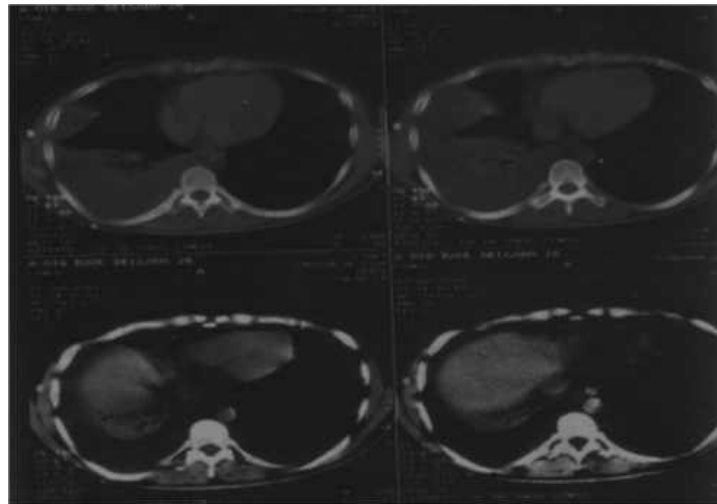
Hematoma pulmonar subyacente y derrame pleural detectados en tomografía axial computadorizada.
